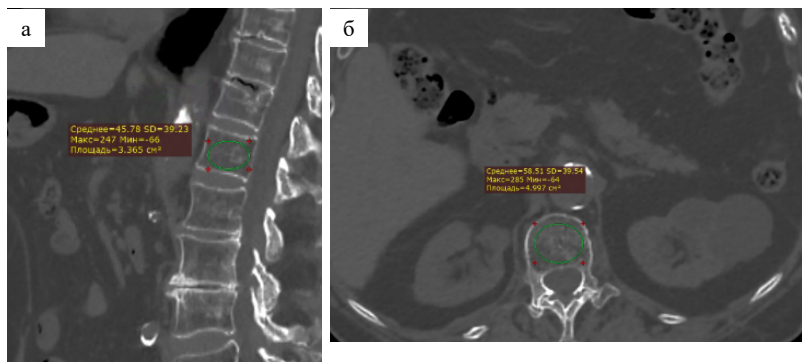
КТ органов брюшной полости. а — сагиттальный реформат, ROI установлен на тело L<sub>1</sub> позвонка, б — аксиальный срез, ROI установлен на тело L<sub>1</sub> позвонка. Плотность позвонка L<sub>1</sub> снижена до 45–58 ед. X., что соответствует остеопорозу
